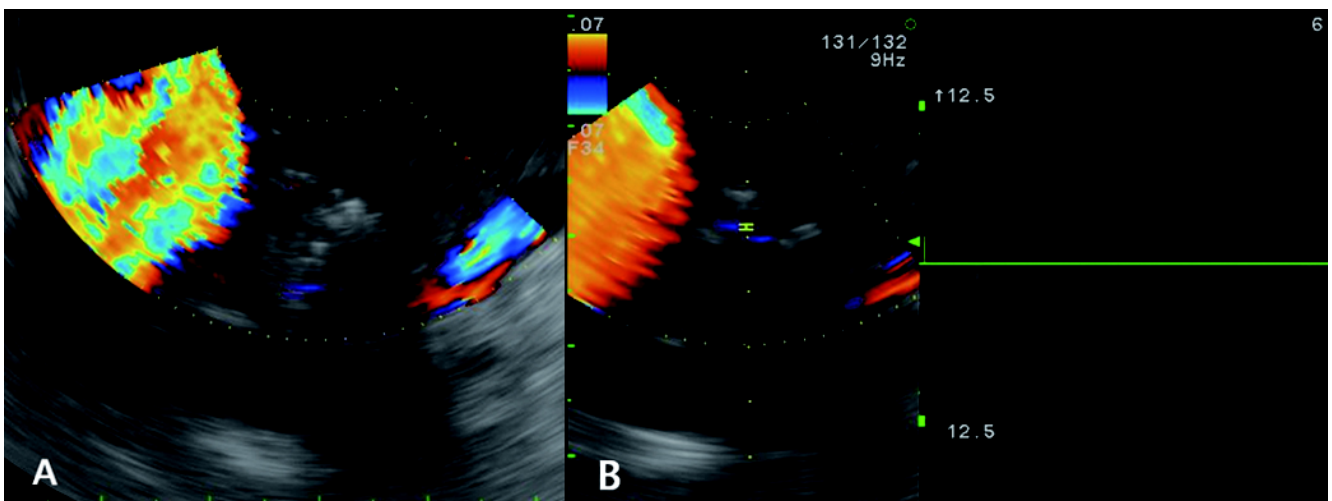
(A) No turbulent flow is present at the endoscopic ultrasound (A) and pulse wave doppler (B) performed 7 days after coil embolization.
